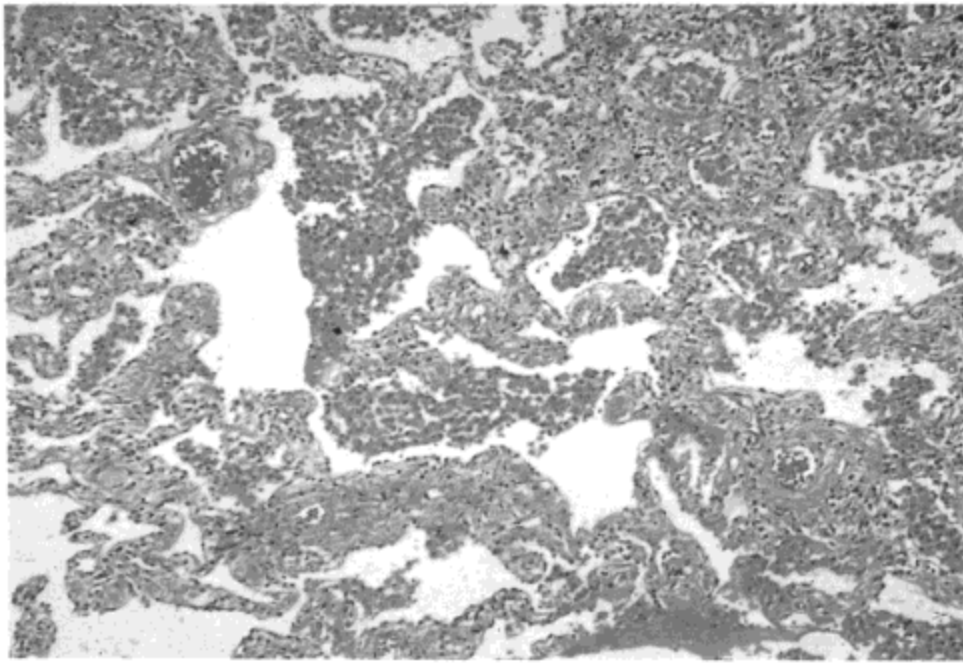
脱屑性间质性肺炎。A：右肺高分辨率 CT 示主要分布于胸膜下的磨砂玻璃影与轻度网状影。类似改变也见于左肺。B：光镜显微照片示肺泡腔内巨噬细胞均匀充填与成熟纤维组织引起的轻度肺泡间隔增厚。病人为一 47 岁的女性。
